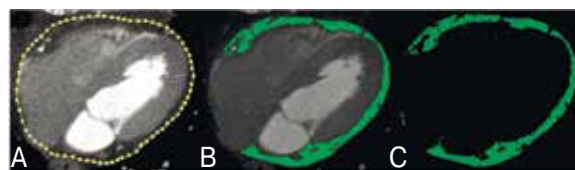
(А, В, С). Общий объем эпикардиальной жировой ткани на КТ [30].
